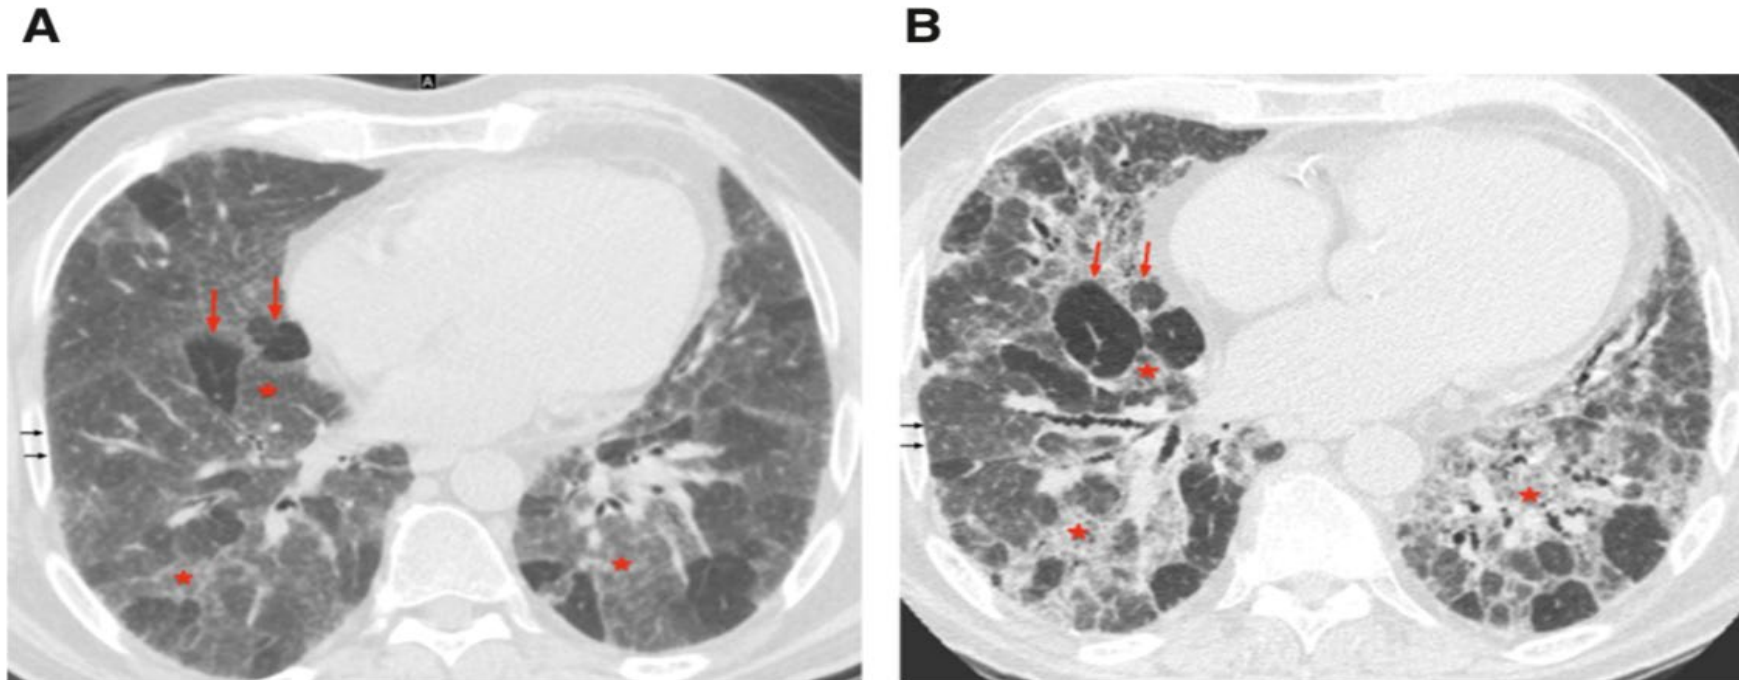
Three-density pattern. High-resolution computed tomography (A) inspiratory and (B) expiratory images from a patient with hypersensitivity pneumonitis demonstrating the three different densities: high attenuation (ground-glass opacity) (red stars), lucent lung (regions of decreased attenuation and decreased vascular sections) (red arrows), and normal lung (black arrows), which are sharply demarcated from each other.
